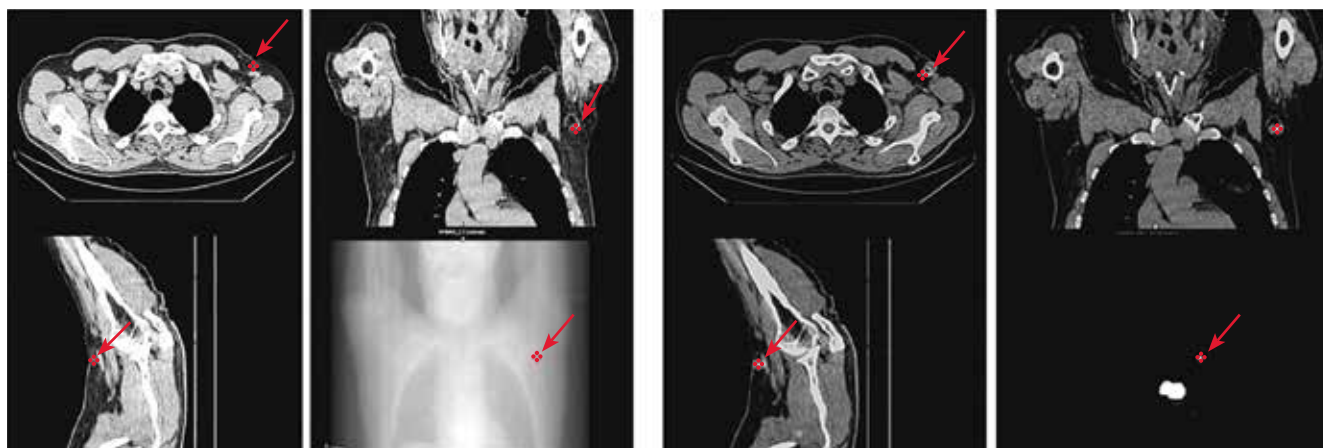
Совмещенная с компьютерной томографией однофотонная эмиссионная компьютерная томография сторожевого лимфатического узла, проведенная у пациента Г. 68 лет. Стрелками указан сторожевой лимфатический узел
